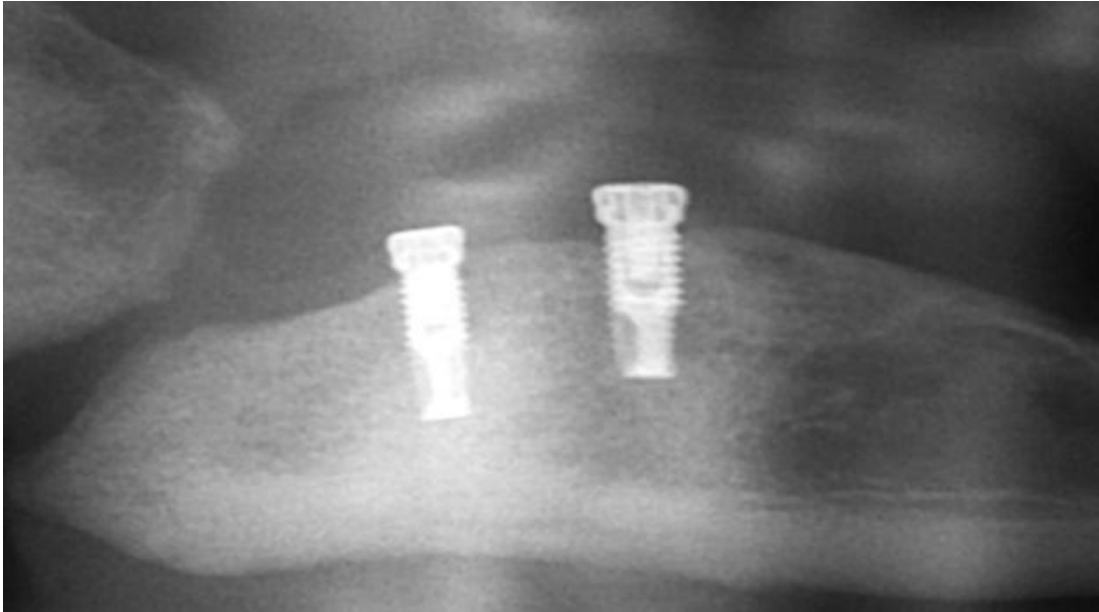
Radiographie de contrôle des 2 implants parasymphysaires.
